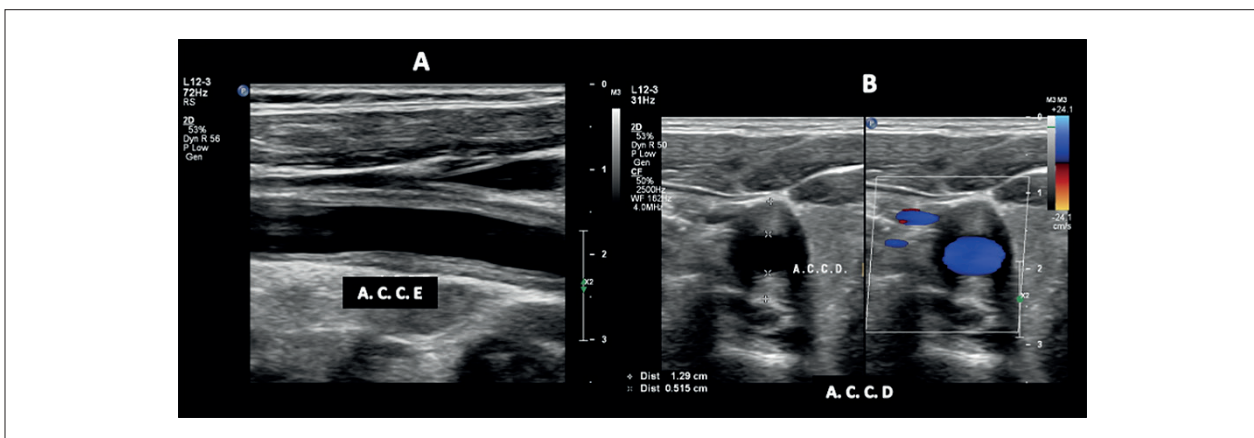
Ultrassonografia das artérias carótidas comuns demonstrando redução do espessamento perivascular bilateralmente, após o início do tratamento clínico.
